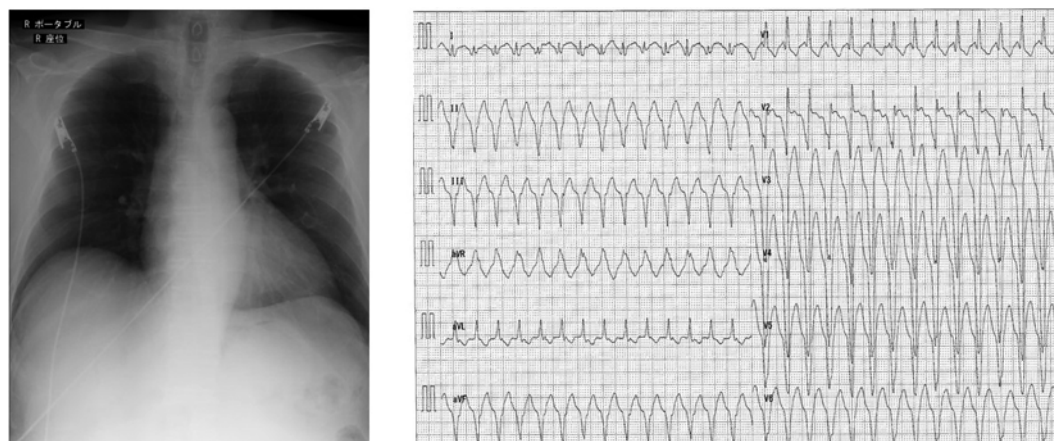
心室頻拍時(2016年)の胸部X線と心電図
